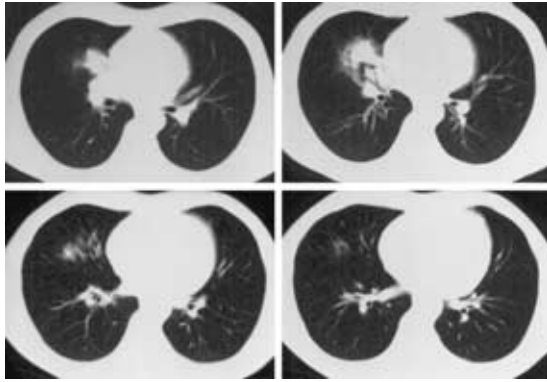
Chest CT on June 12, 2002 shows mass shadow in right middle lobe.
